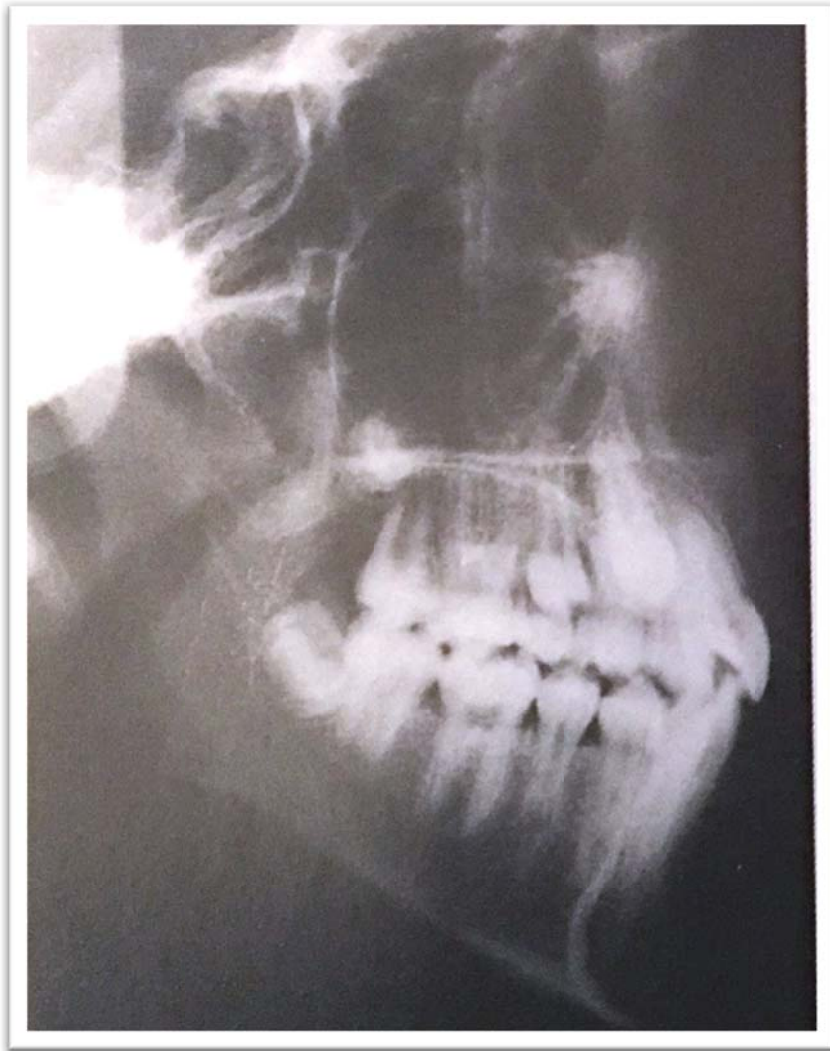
Radiografía lateral de cráneo. ⁽⁷⁾
